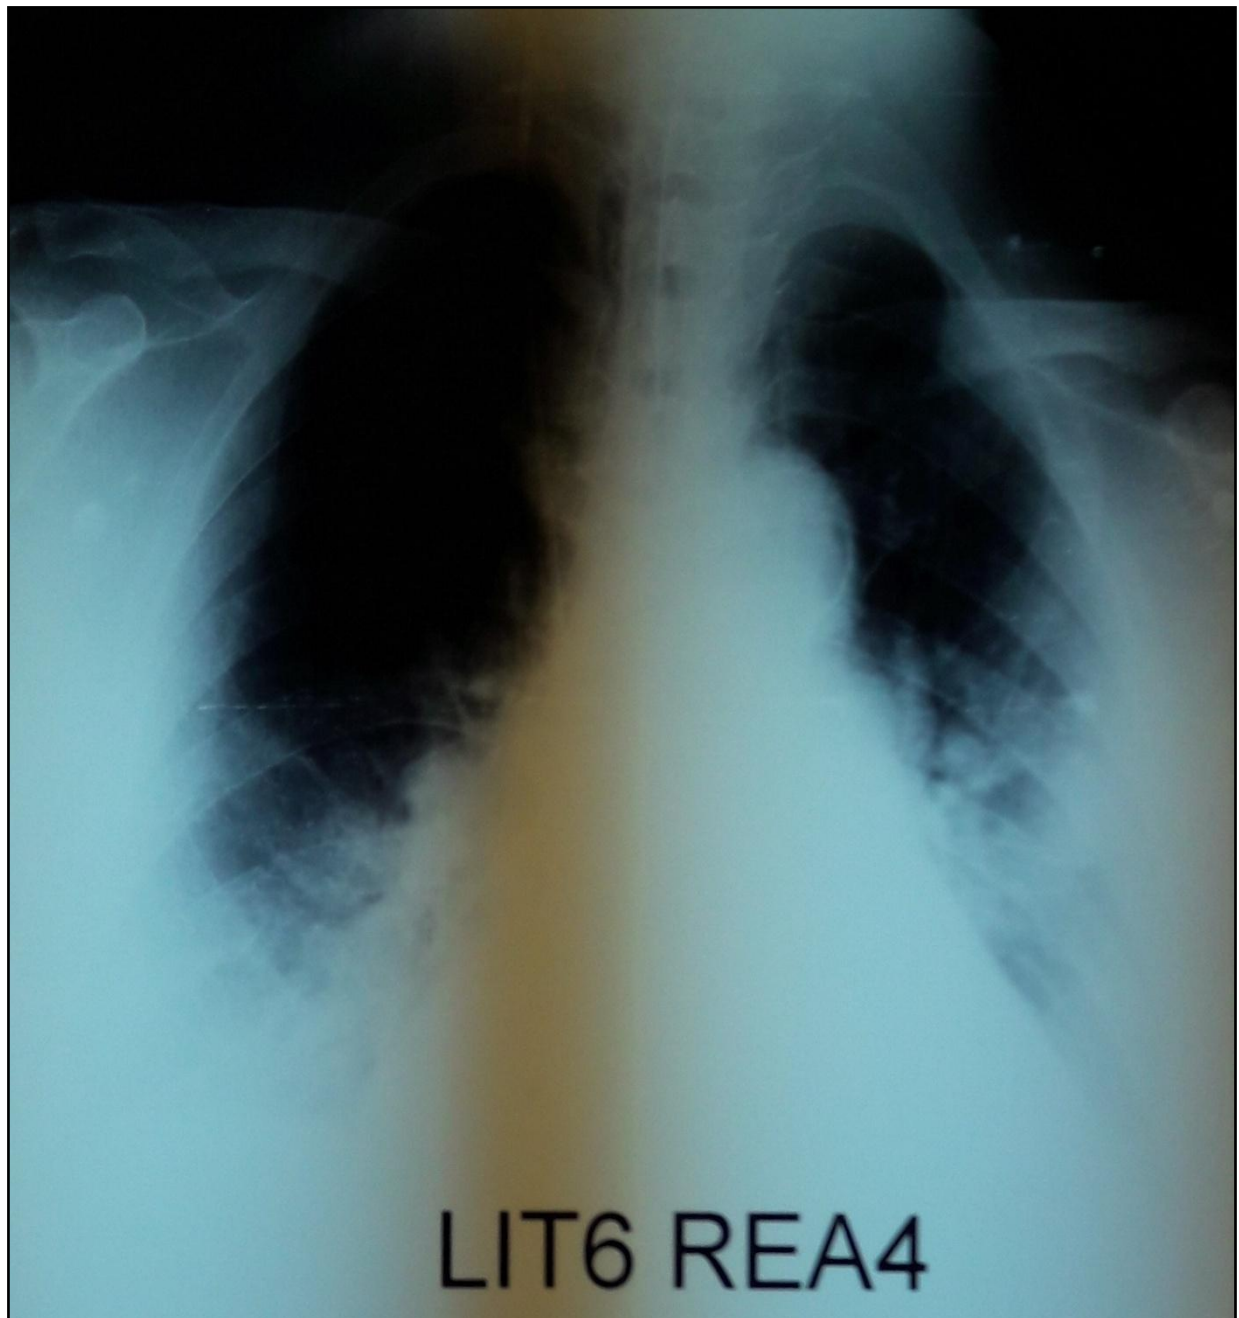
Radiographie du thorax chez une patiente âgée de 83 ans, admise pour pancréatite stade E, compliquée d'un SDRA modéré.
